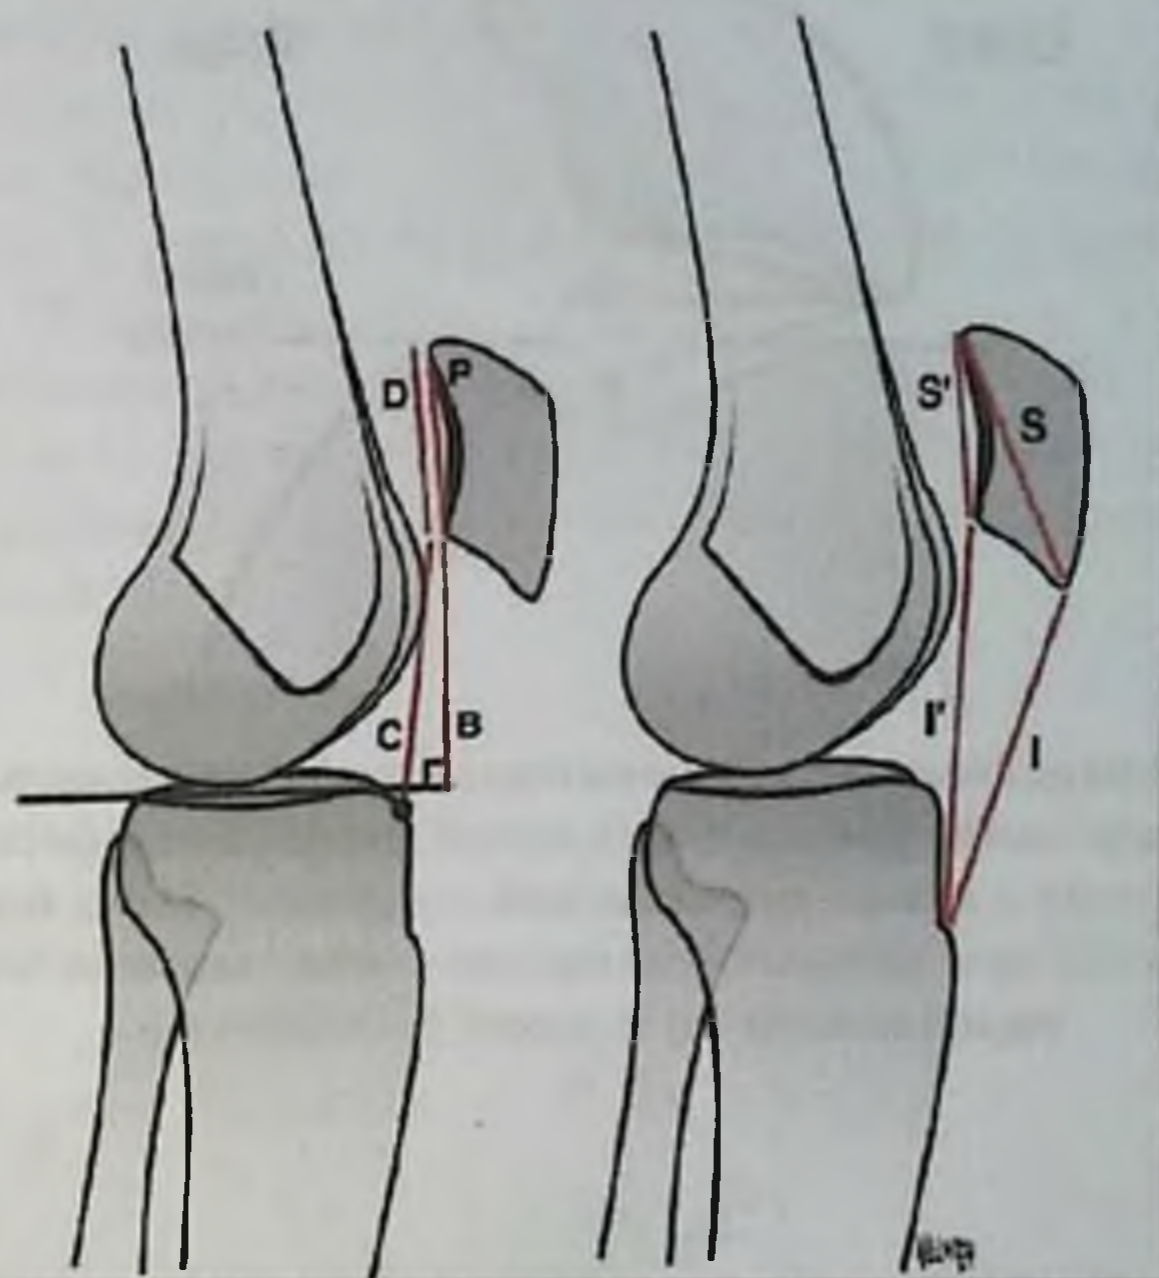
Определение высоты стояния надколенник на боковых рентгенограммах: индекс Caton–Deschamps = C/D , индекс Blackburne–Peel = B/P , индекс Insall–Salvati I/S , модифицированный индекс Insall–Salvati = I'/S' .
